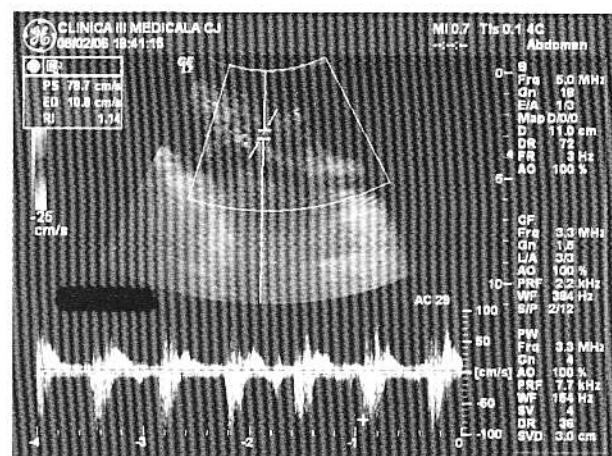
Triplex sonografie pe artera iliocă exterană dreaptă.
